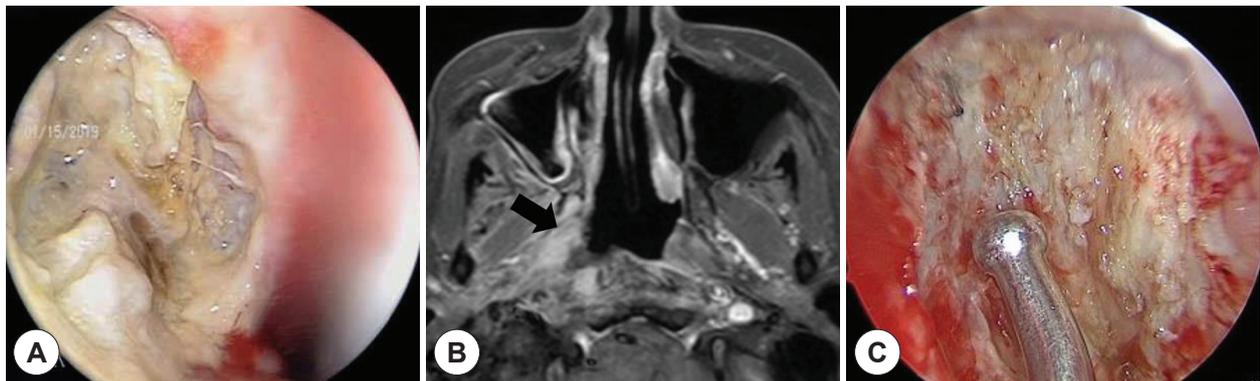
Endoscopic, radiologic, intraoperative image of nasopharynx radionecrosis. A: Transnasal endoscopic view showed mucosal necrosis on right nasopharynx. B: T1 Gadolinium enhanced MRI showed irregular enhancement and non-enhancing lesion around the right lateral and posterior wall of nasopharynx (black arrow). C: Intraoperative endoscopic view after endoscopic debridement. Remained muscle looks relatively healthy.
